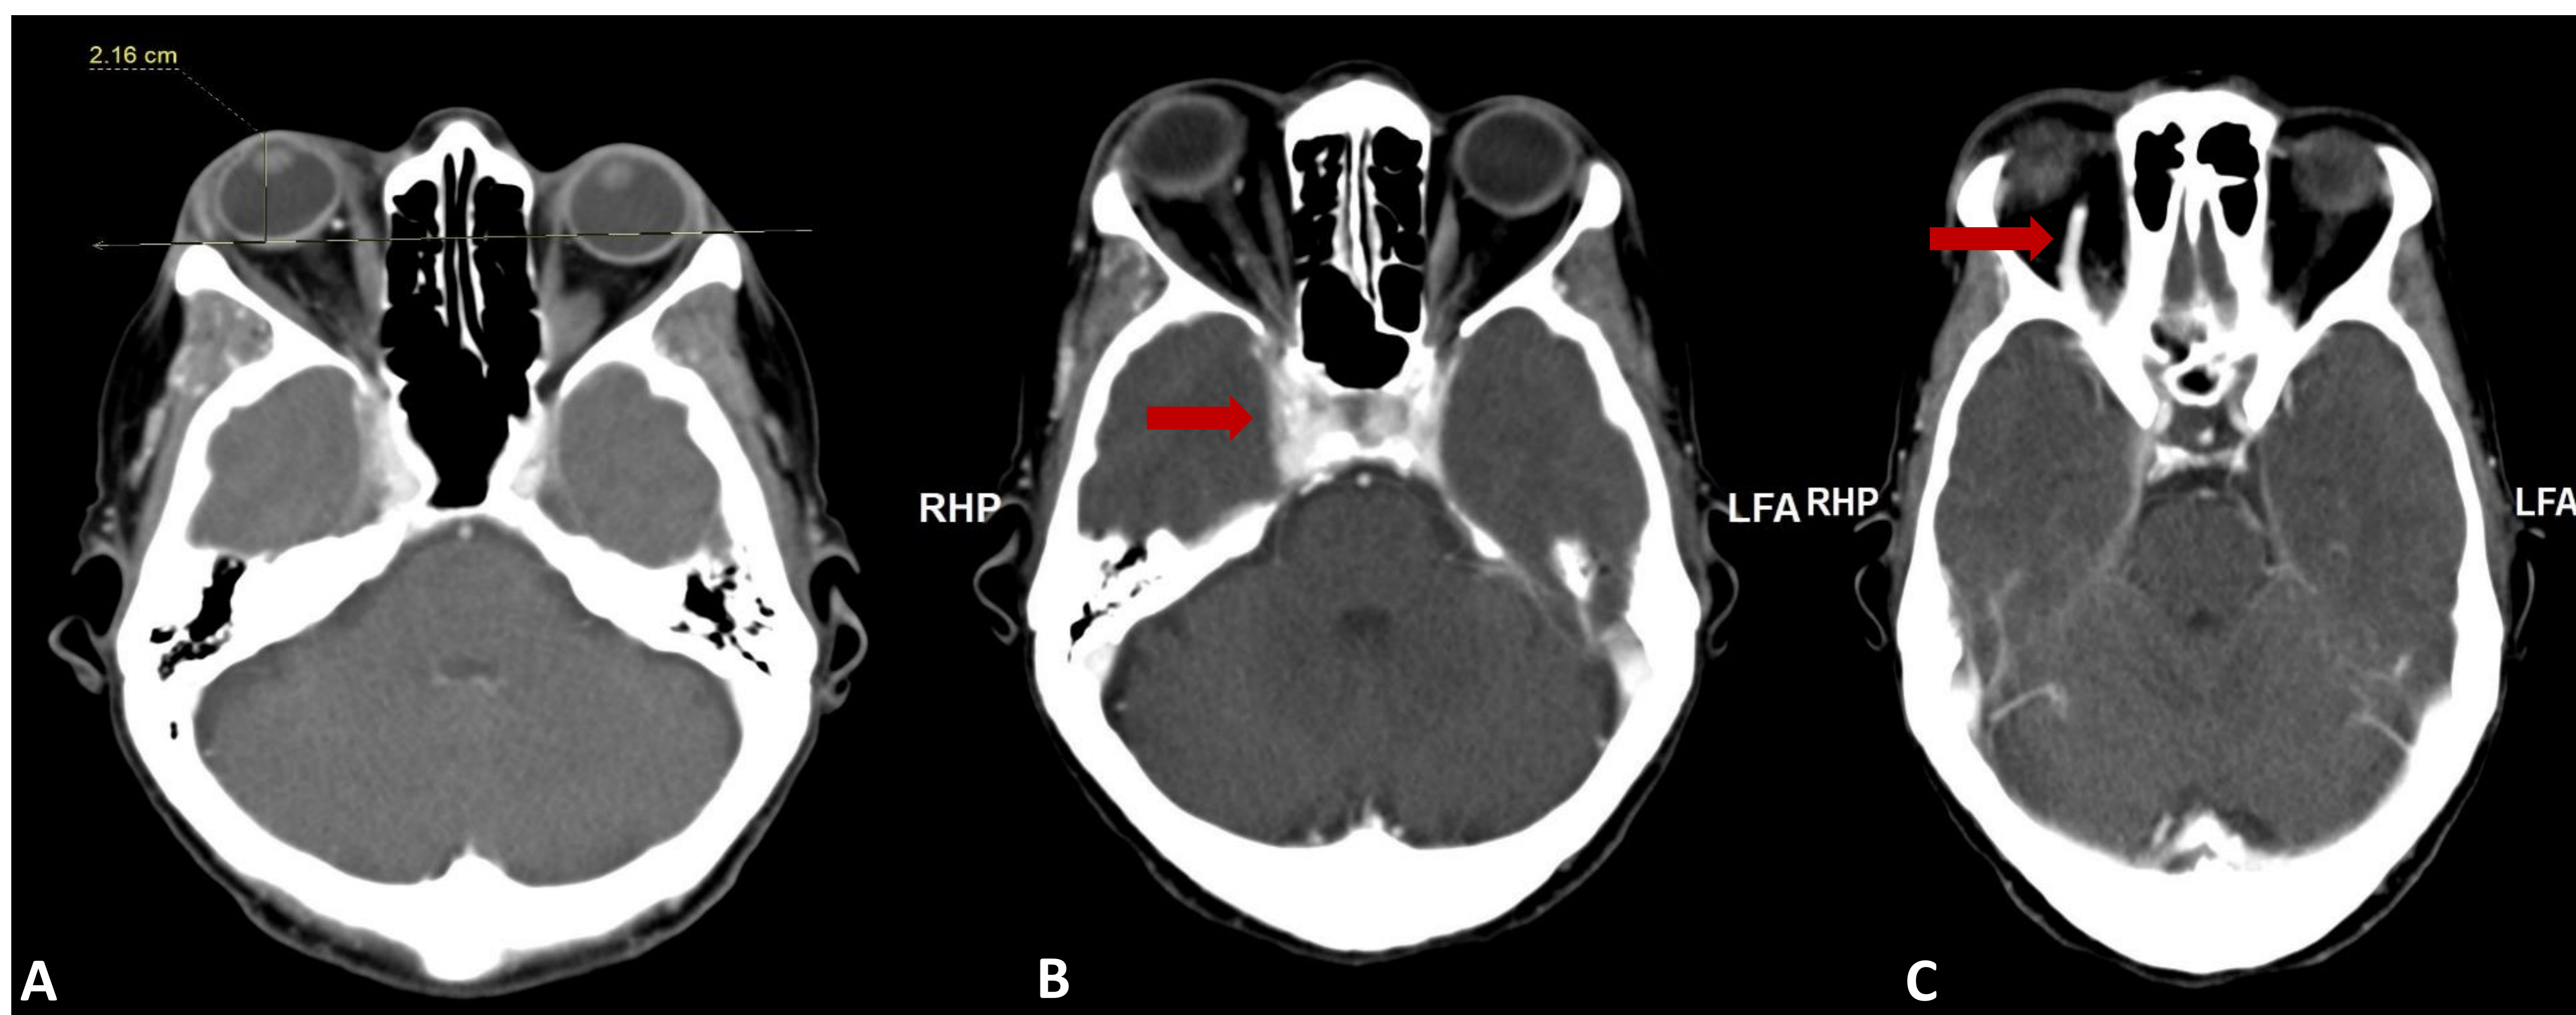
Paciente femenina de 66 años con exoftalmos pulsátil agudo y episodio sincopal. TC de cráneo con CIV en planos axiales: se objetiva proptosis derecha unilateral (A), realce precoz y abombamiento del seno cavernoso derecho (B), ingurgitación y realce precoz de la vena oftálmica superior derecha (C), hallazgos compatibles con fístula carótido cavernosa.
